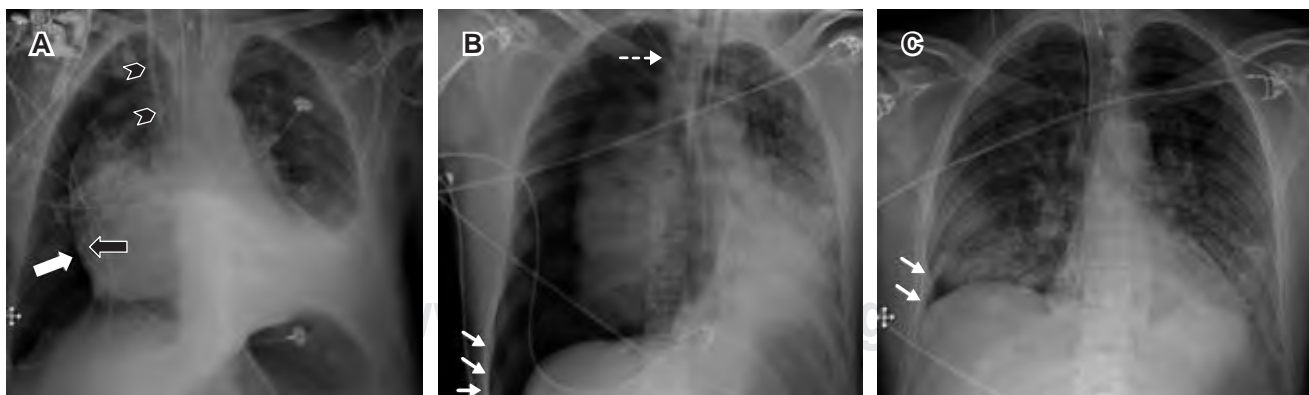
Masculino de 76 años que presenta neumotórax derecho posterior a colocación de catéter central (puntas de flecha). A) Se observa el signo de la línea blanca pleural visceral delimitada por el pulmón del lado hiliar (flecha negra) y el aire en el espacio pleural (flecha blanca). B) Masculino de 43 años muestra neumotórax derecho, se identifica signo del surco profundo (flechas blancas) secundario a colocación de catéter central (flecha punteada). C) Radiografía AP posterior a colocación de sonda pleural con presencia de neumotórax residual.
